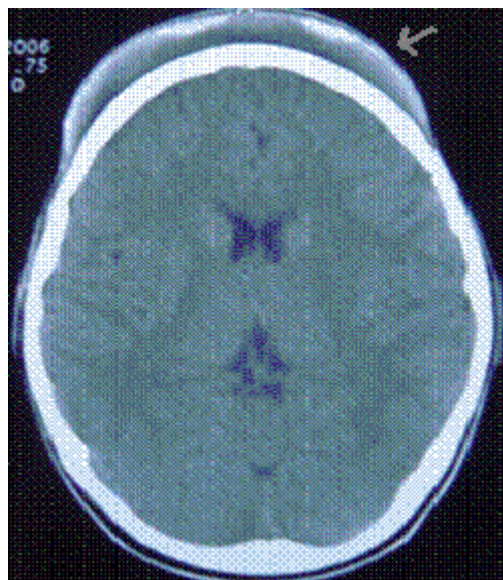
hématome sous galéal (Flèche) sur une TDM. [27]
